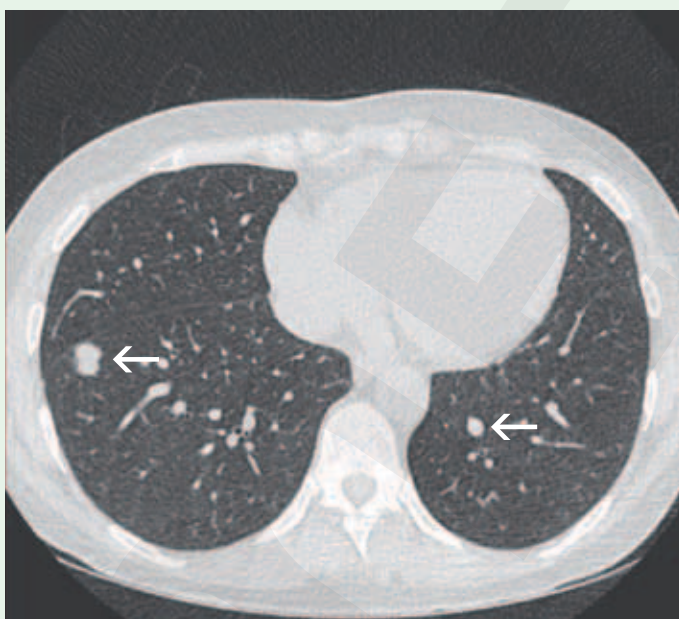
Thorax-CT zeigt die Lungenmetastasen (weisse Pfeile) unter laufender Avastin-Maintenance Therapie. Die „Best-Response“ war eine Stable disease nach RECIST 1.1
